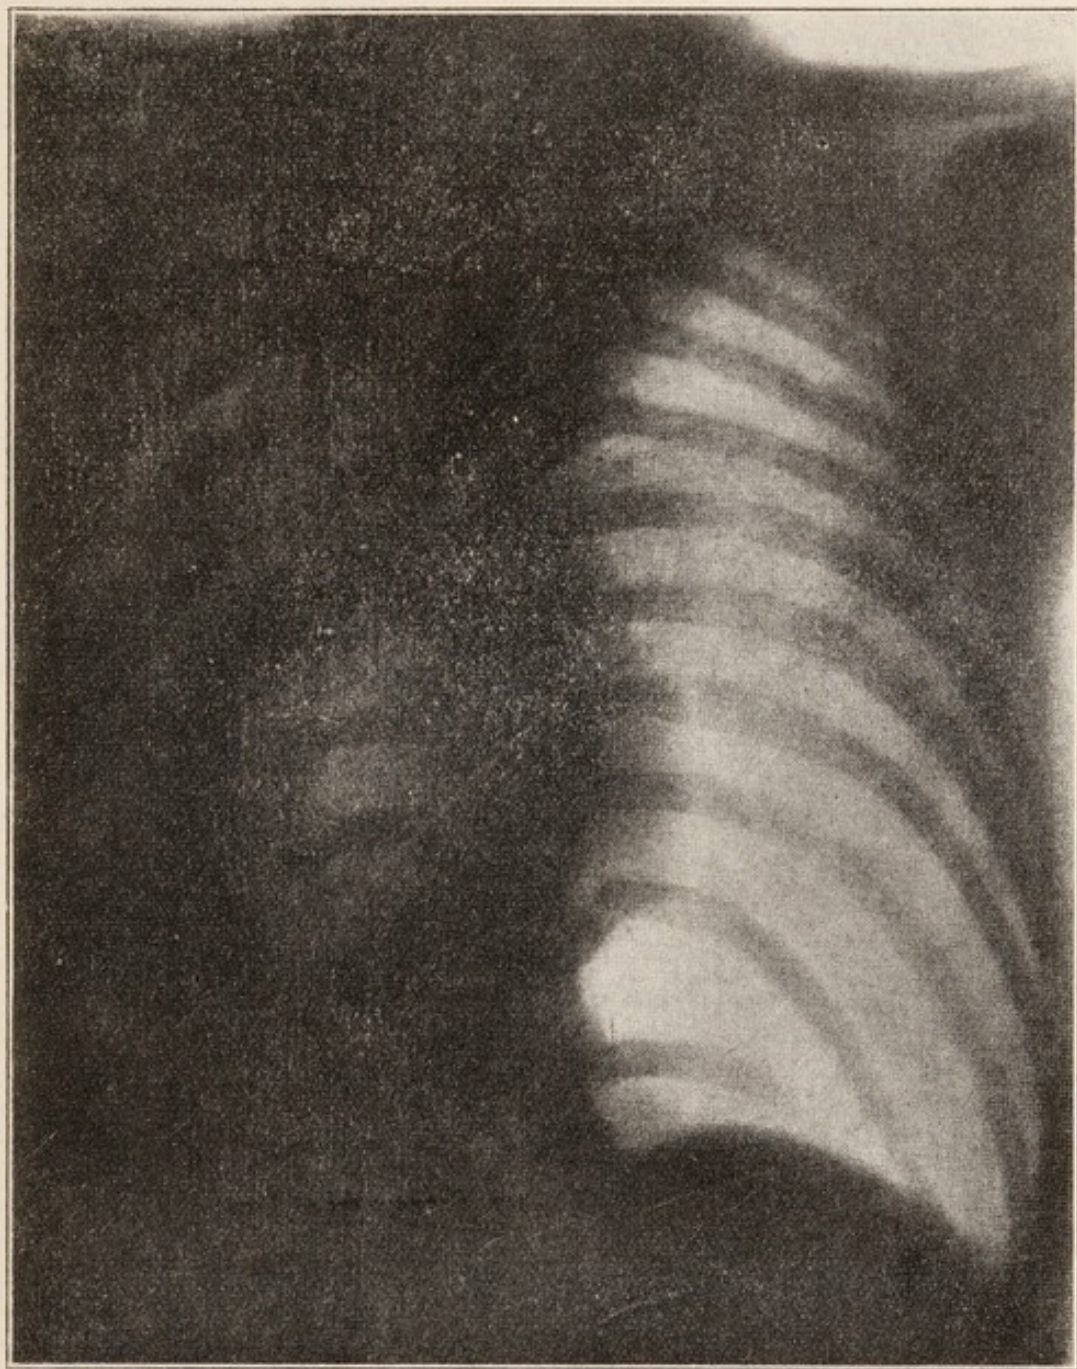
Caso 8. Radiografia dorsale due mesi e mezzo dopo iniziata la cura.
